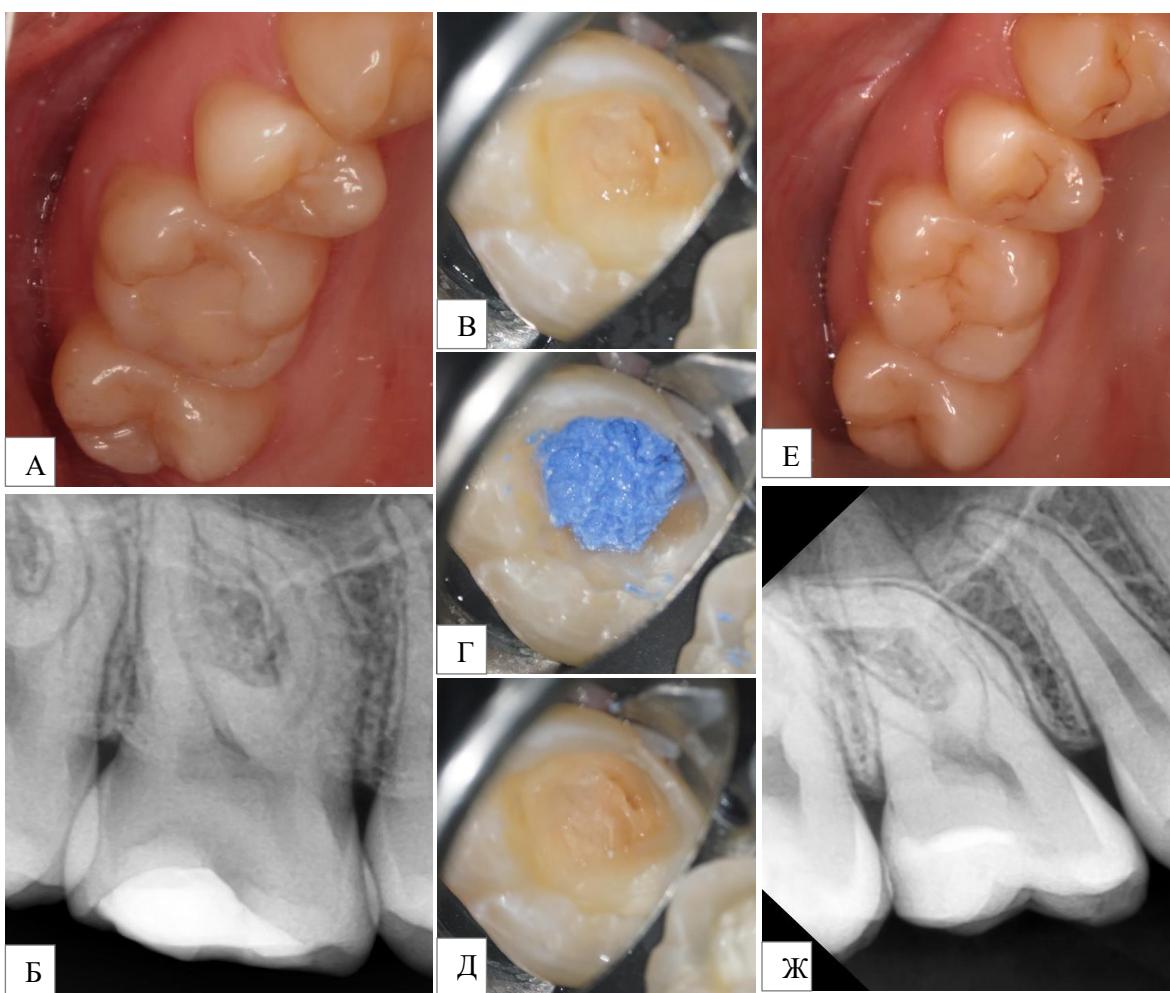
Клинический пример. Зуб 1.6 у больной с рецидивирующими кариесом: А – пломба типа «МОД» с нарушением краевого прилегания; Б – рентгенограмма зуба с рецидивом кариеса под пломбой до начала лечения; В – обработанная кариозная полость; Г – пассивная диффузия комплексного препарата «Купрала»<sup>®</sup> с наночастицами серебра; Д – полость после пассивной диффузии препарата; Е – контрольный осмотр через 48 месяцев после лечения, Ж – рентгенограмма зуба через 48 месяцев
